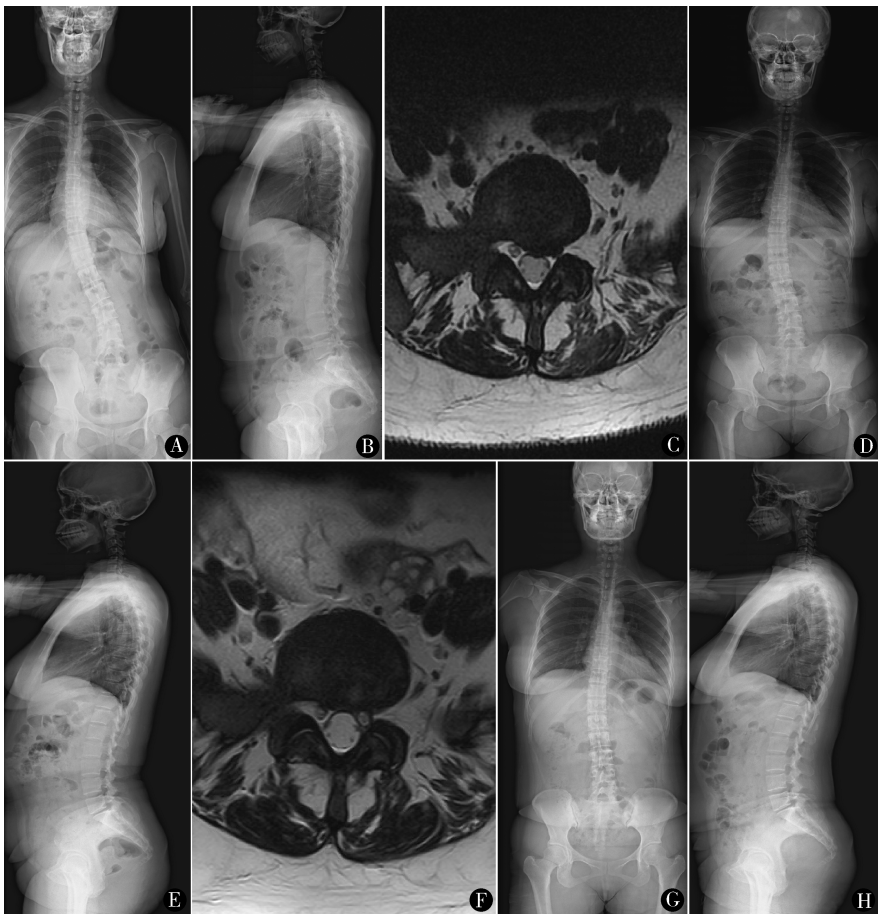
女,19岁, L_5/S_1 腰椎间盘突出症 A,B.术前脊柱全长位X线片示脊柱侧弯;C.术前腰椎MRI示 L_5/S_1 腰椎间盘突出,左侧 S_1 神经根受压;D,E.术后1个月脊柱全长位X线片示脊柱侧弯明显改善;F.术后3个月腰椎MRI示 L_5/S_1 突出椎间盘摘除彻底,神经根减压充分;G,H.术后18个月脊柱全长位X线片示脊柱恢复正常生理曲度
